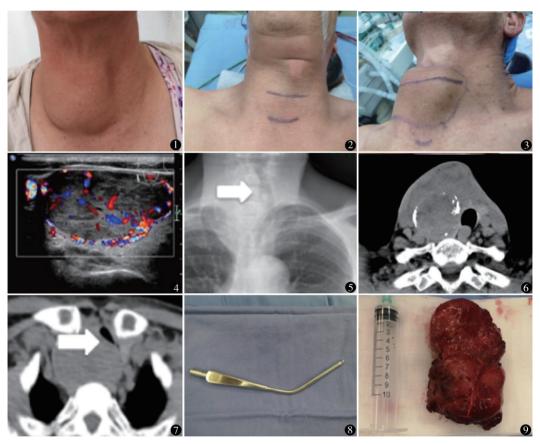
右叶巨大甲状腺肿 图 2 右叶巨大腺肿压迫,甲状软骨及气管明显向左侧移位图 3 双侧巨大甲状腺肿 图 4 彩超提示甲状腺右叶中上极一巨大不均质低回声,其内及周边可见血流信号 图 5 X 线提示颈胸段气管受腺肿压迫明显向左侧方移位 图 6 颈部 CT 提示甲状腺右叶巨大腺肿,气管受压侧方移位 图 7 右叶巨大腺肿深入胸骨后,压迫气管致管腔变窄图 8 多功能金属吸引器图 9 巨大甲状腺肿标本
